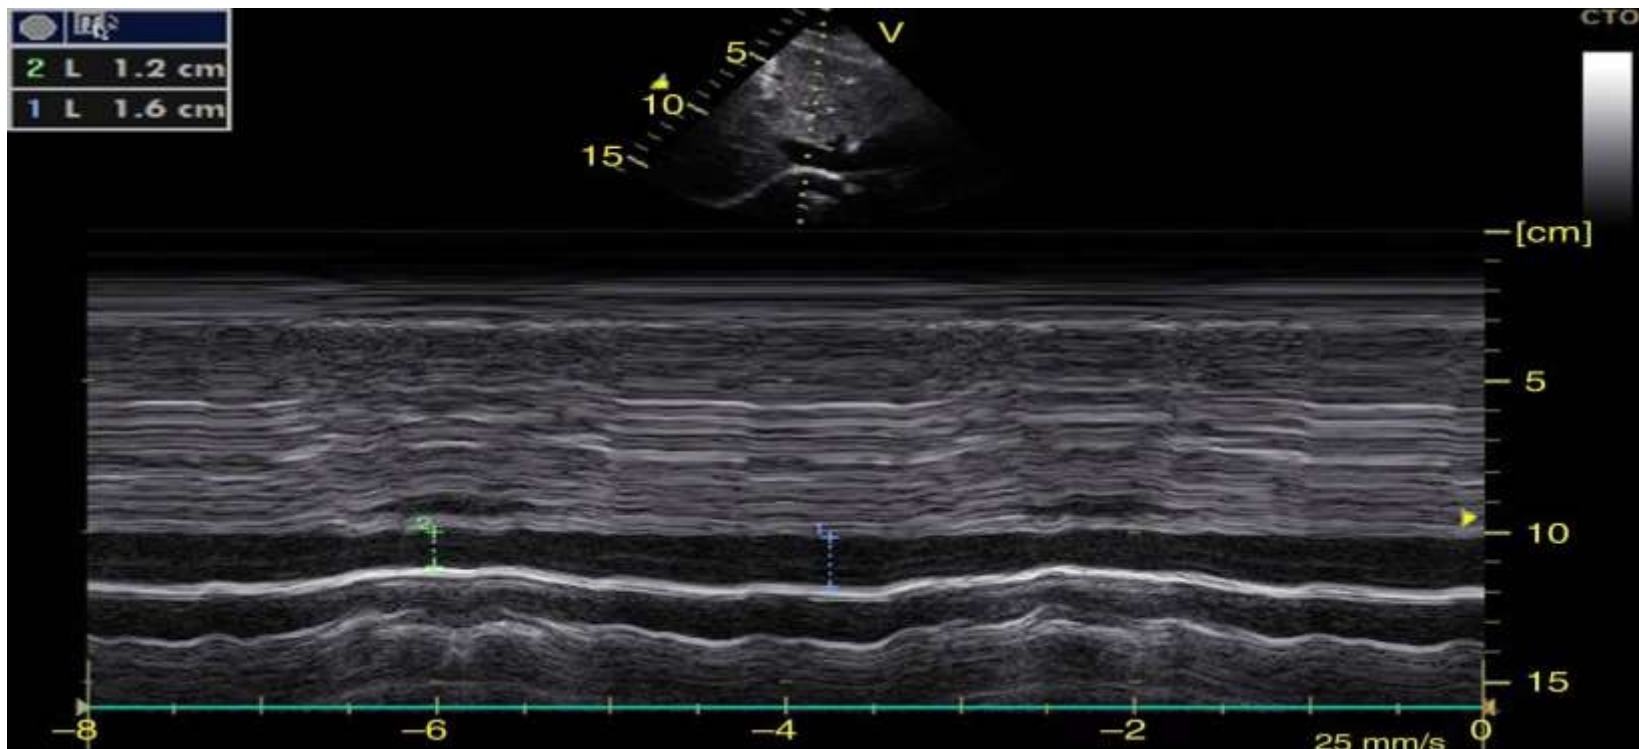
Imagen ultrasonográfica de la vena cava inferior en donde se observa A) Imagen longitudinal de vena cava inferior vista subcostal en modo 2D. B) Medición de la variación del diámetro durante respiración espontánea en modo movimiento, (A) que representa el diámetro máximo y (B) diámetro mínimo. El diámetro de la VCI se obtiene con la siguiente fórmula: $(dVCI) = A - B/B$.
